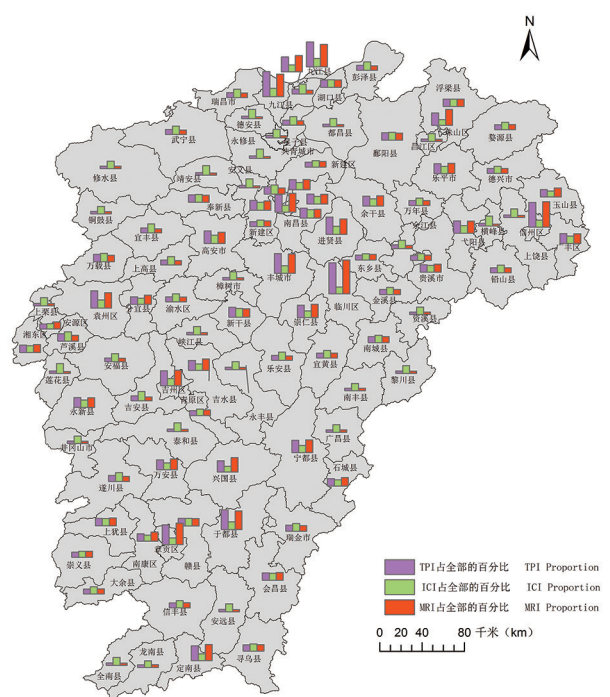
江西省输入性疟疾引起继发传播TPI, ICI和MRI指数地图
